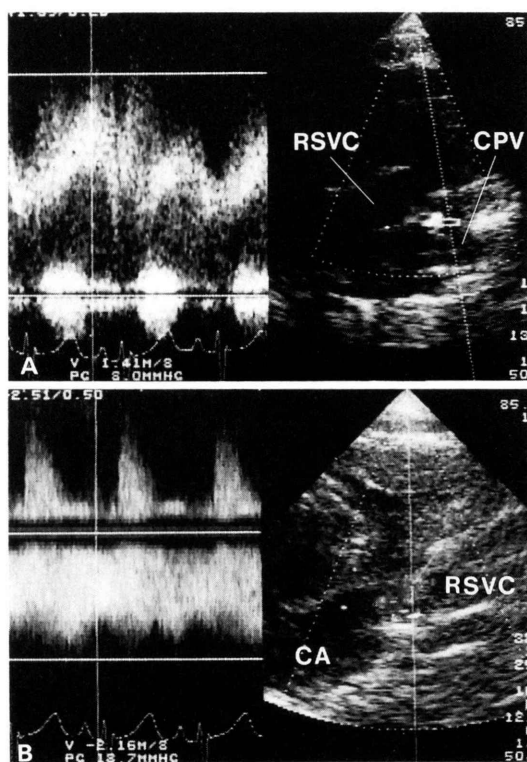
症例1 (Darling分類Ib型)の心エコー検査所見。
